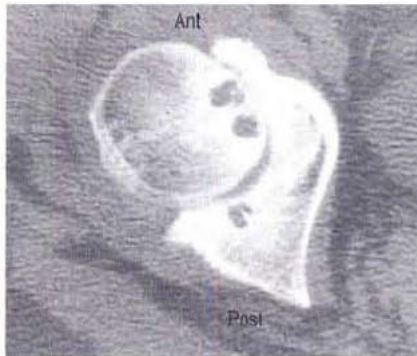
Arthrose. Cette TDM montre un pincement de l'interligne coxo-fémoral, prédominant en avant. La surface articulaire acétabulaire est irrégulière ; il existe des lacunes entourées de condensation visibles sur les deux berges de l'articulation.
